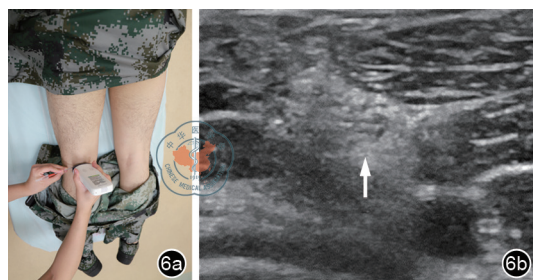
超声引导下坐骨神经阻滞。图a为探头置于腘窝处(患者取俯卧位),进行超声引导下穿刺;图b为正常坐骨神经超声声像图表现(箭头所示)
